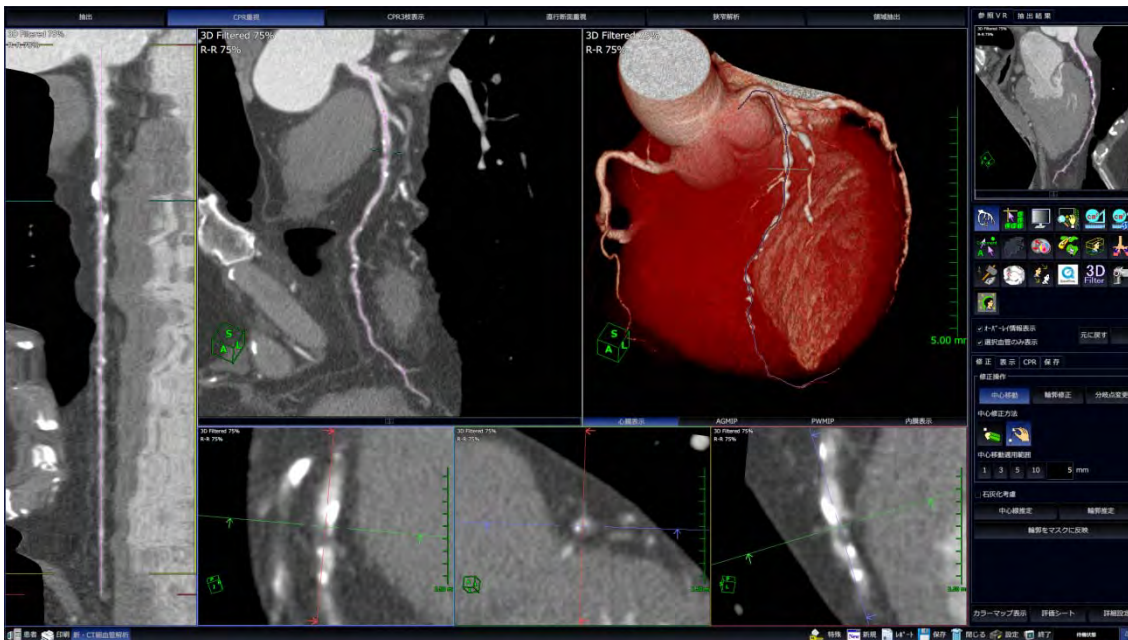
新CT細血管解析。平均20秒以内で冠動脈の中心線を抽出する。
